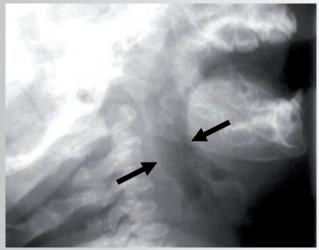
Рентгенограмма гортани и трахеи в боковой проекции до дистракции. Определяется выраженное недоразвитие нижней челюсти. Язык полностью перекрывает просвет верхних дыхательных путей (указано стрелками)
